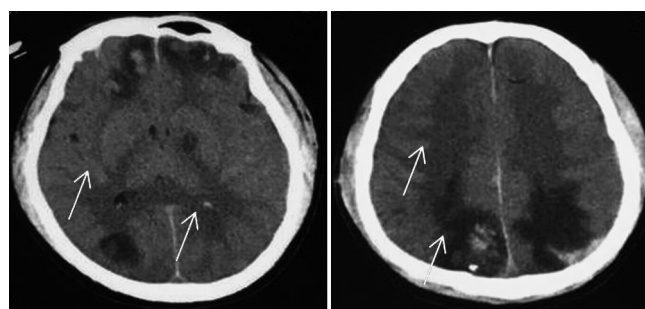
头颅 CT 示广泛脑组织水肿、顶枕部出血
